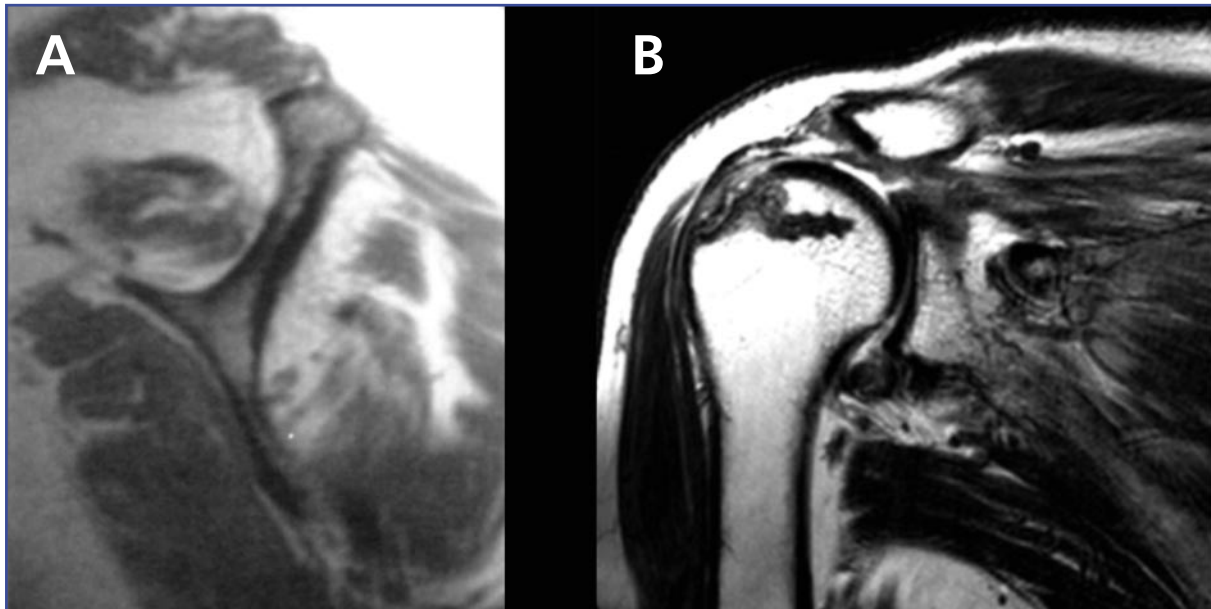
Criterios de reparabilidad preoperatorios en RMN (Yoo). A: Retracciones mayores de 32 mm en plano sagital con degeneración grasa superior a Goutallier II no nos permitirán una reparación completa. B: La tenotomía de PLB provocaría cambios mecánicos a nivel gleno-humeral que afectarían a la reparación del manguito, especialmente en grados avanzados de degeneración grasa.
